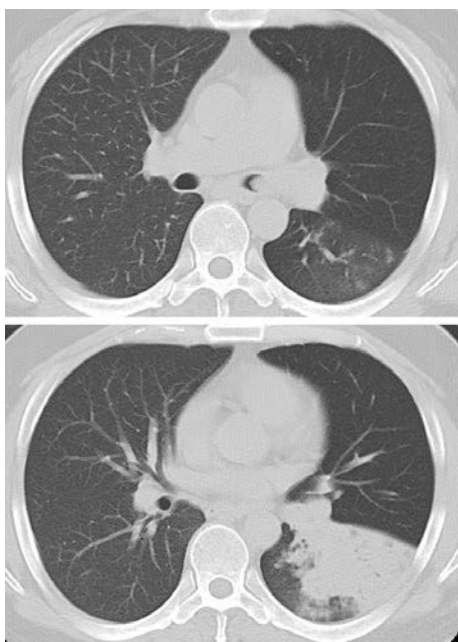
Chest CT scan showed a round mass whose size was 18×13mm in the left main bronchus. The mass caused atelectasis and obstructive pneumonia of the left lower lobe.
